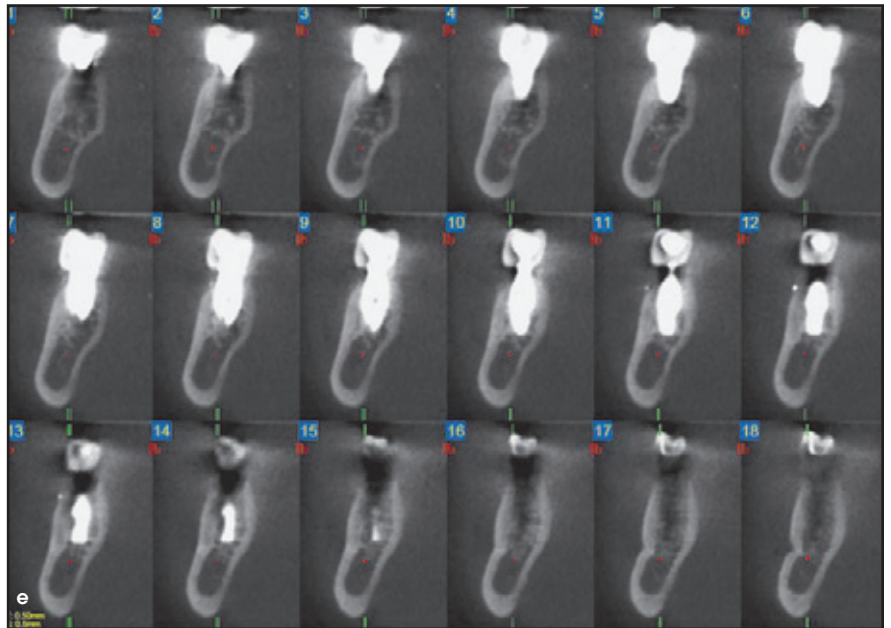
bis 9e CT-Untersuchung im Bereich des Implantats 33 Monate nach der Implantatinserktion. (a) Das Panoramaröntgenbild zeigt die Implantatposition und das Knochenniveau in der Gesamtansicht. (b) Detail der Implantatposition und des Abstands vom N. mandibularis. (c) Bereich des Unterkiefers, in dem sich das Implantat befand und in dem die transversalen Schichtaufnahmen gemacht wurden. (d) 3D-Bild des Unterkiefers. (e) Transversale Bilder des Implantatbereichs. Das gesamte Implantat ist von Knochen umgeben, die bukkale Wand ist intakt.
